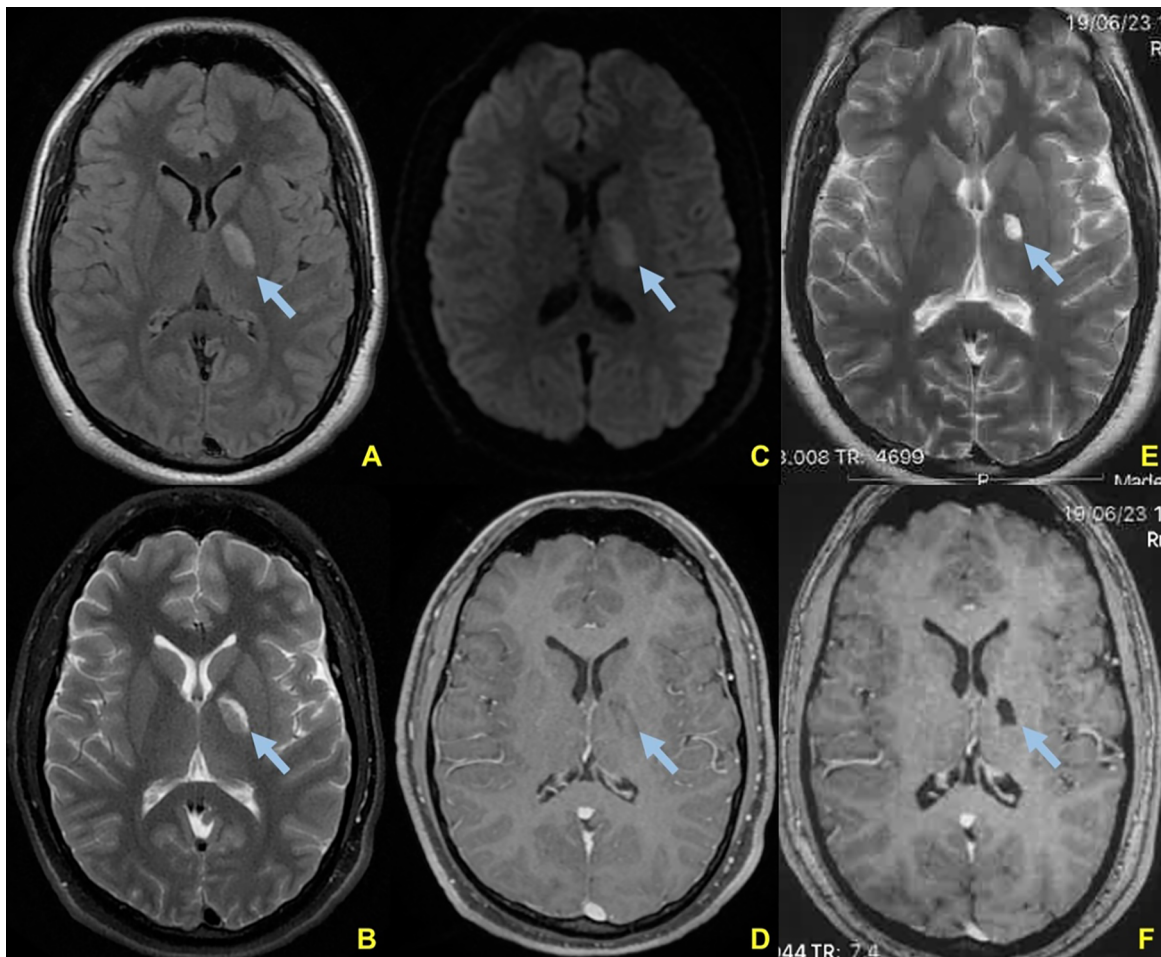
Exame de RM do crânio realizado na primeira semana de internação. Nas duas primeiras fileiras, as setas azuis nas imagens A (FLAIR), B (T2), C (difusão) e D (T1 pós-gadolinio) apontam para a lesão isquêmica recente na região nucleocapsular esquerda, envolvendo o braço posterior da cápsula interna deste lado (território de artéria coroídea anterior). Na terceira fileira, podemos observar as imagens E (T2) e F (T1 pós-gadolinio) do exame de seguimento do paciente, decorridos dois anos do evento relatado, mostrando infarto lacunar crônico instalado na região nucleocapsular esquerda.
